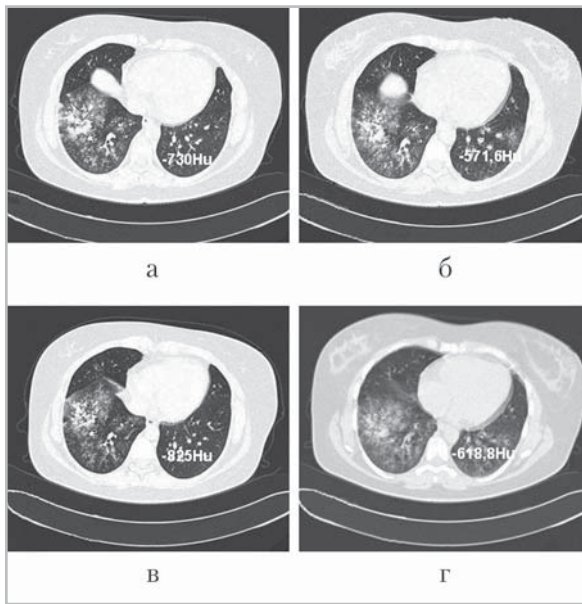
Инспираторно-экспираторные компьютерные томограммы пациентки К., 25 лет. Очаговая пневмония нижней доли правого легкого. Выполнены: КТ до ингаляции бронхолитика — ГП интактного легкого 158,4 HU (а, б); КТ после ингаляции бронхолитика: ГП интактного легкого 206,2 HU (в, г)
